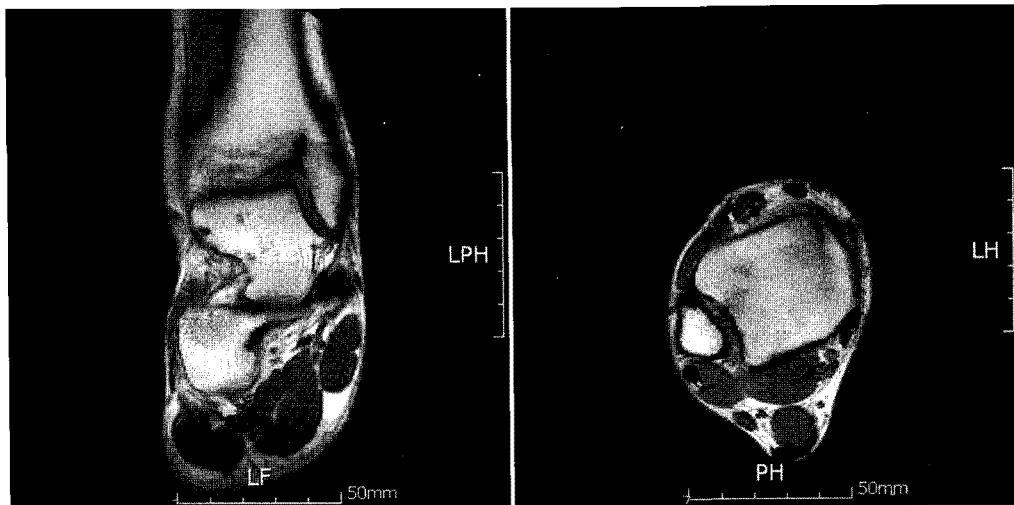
Coronal and axial T1-weighted MRI demonstrates a linear lesion of low signal intensity in the medial malleolus suggestive of fracture.
